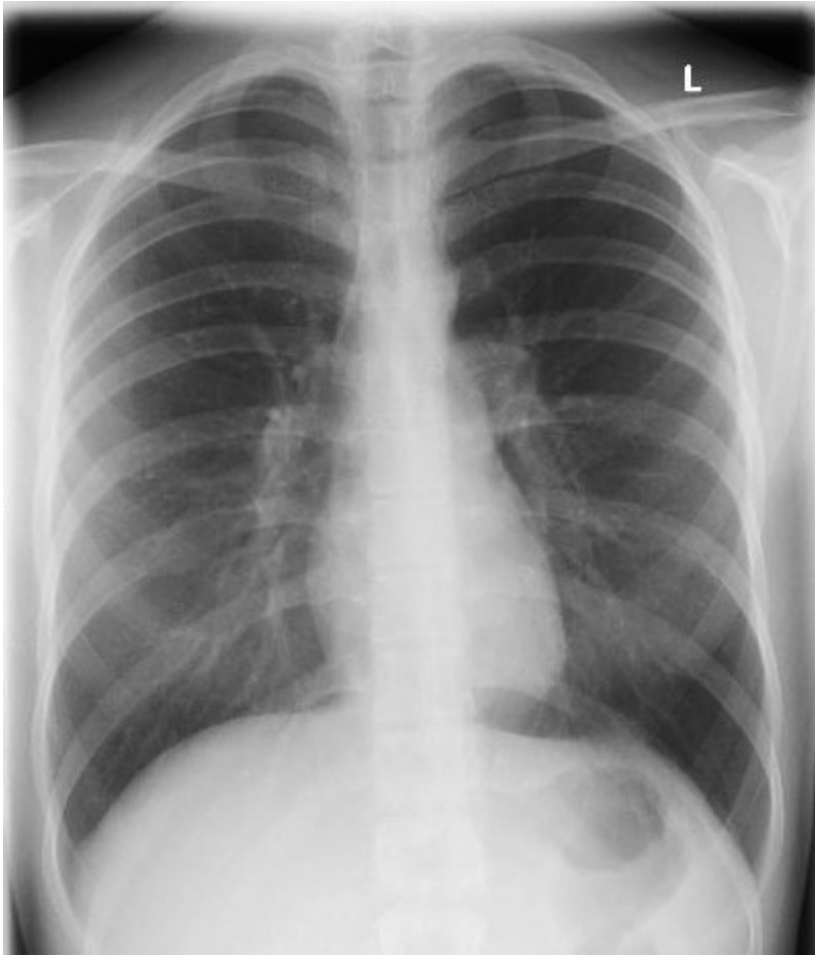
Röntgen-Thorax p.a.: Normalbefund
